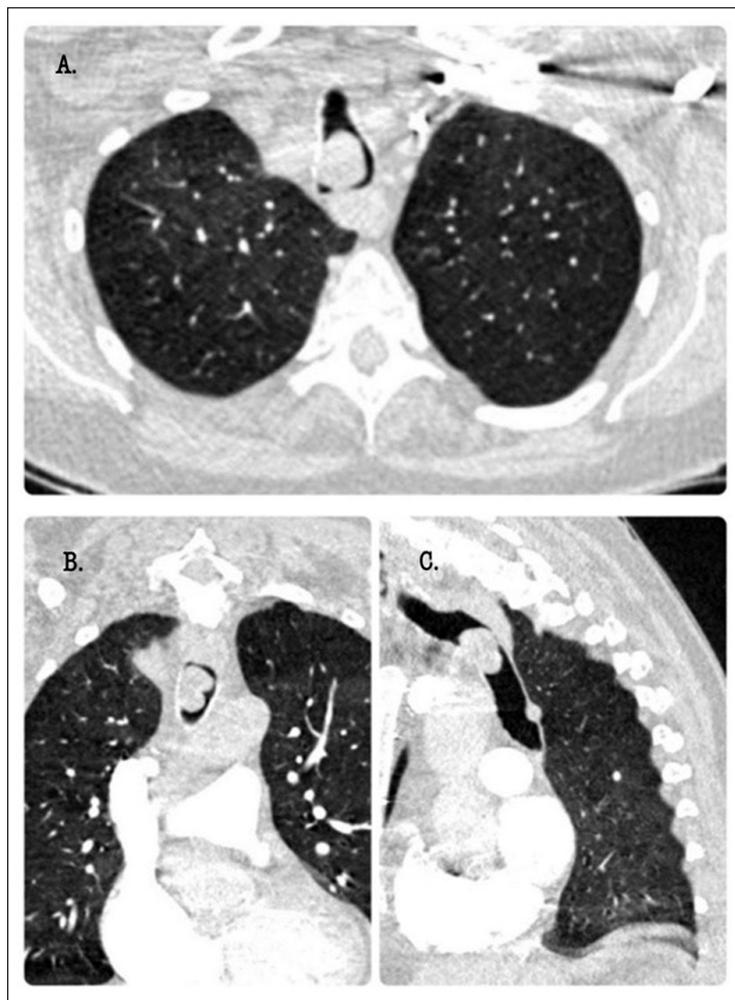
Tomografía axial computarizada de tórax. Se observa lesión endotraqueal: A. Corte axial, B. Corte coronal, C. Corte sagital.
